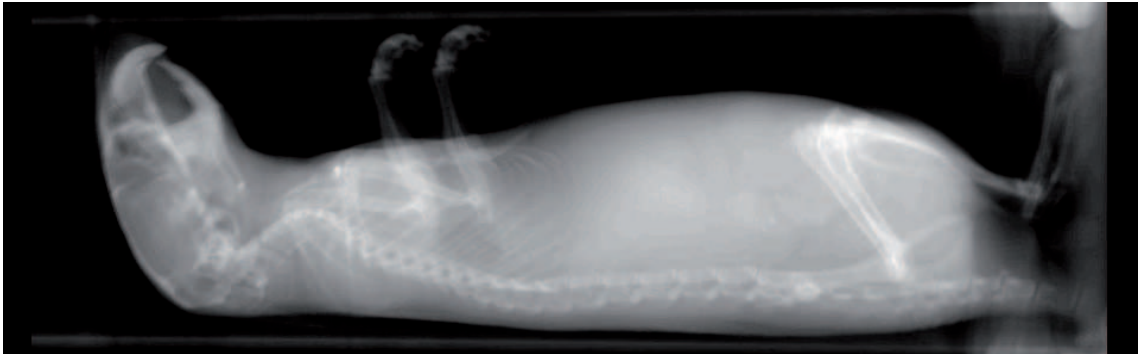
Exemple de vue de profil d’une acquisition réalisée sur le micro-CT Viscom 8060
